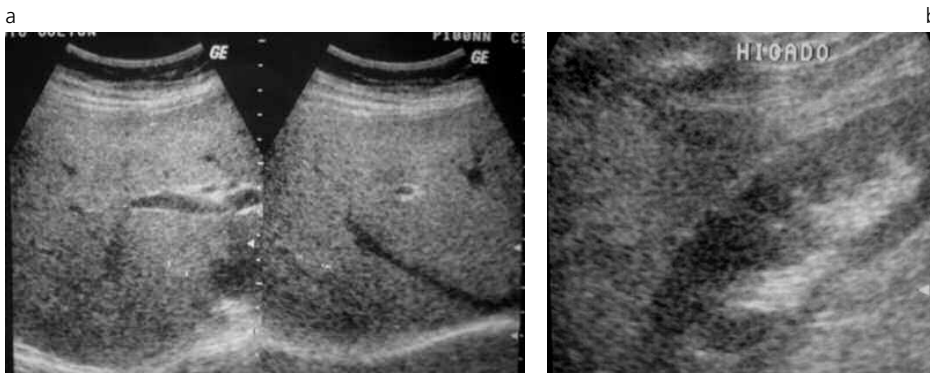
Ecografía hepática realizada al año de la biopsia demostrando patrón de esteatosis difusa.
